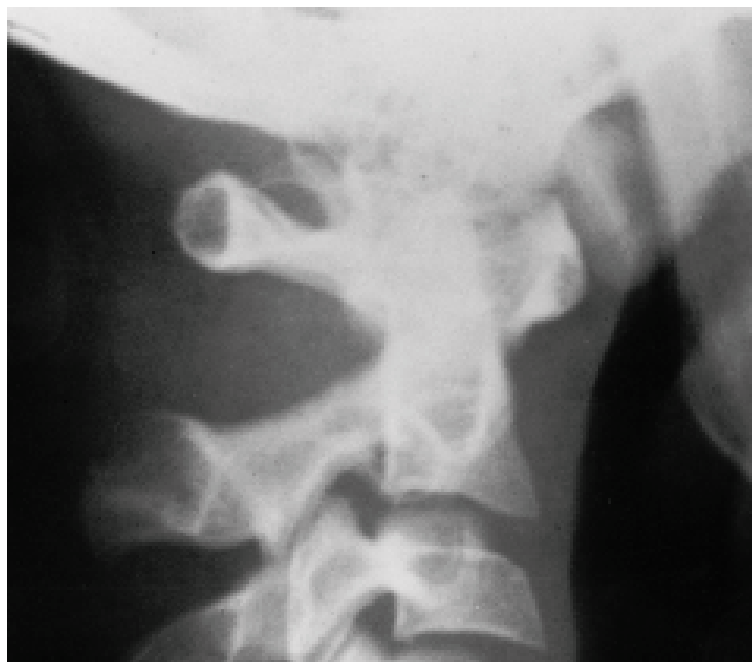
Radiographie standard du rachis cervical de profil :
